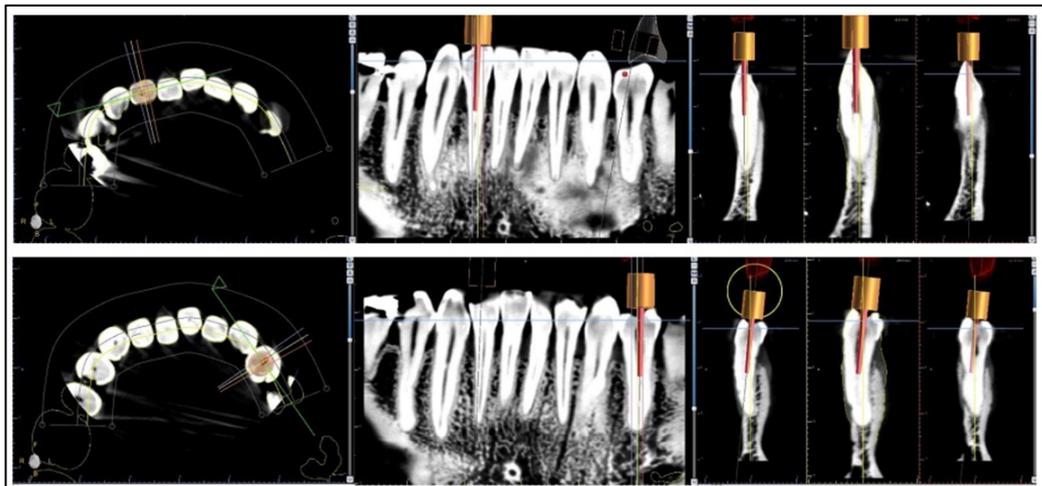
Registro entre la imagen del escáner intraoral y la del CBCT (arriba izquierda). Imagen del escáner intraoral y del CBCT superpuestas. Registro realizado (arriba derecha). Diseño de la guía quirúrgica delimitado por la línea azul tanto en el plano oclusal como en el vestibular. En los dientes 4.2 y 3.4 se ha colocado el tubo de guía (abajo)
